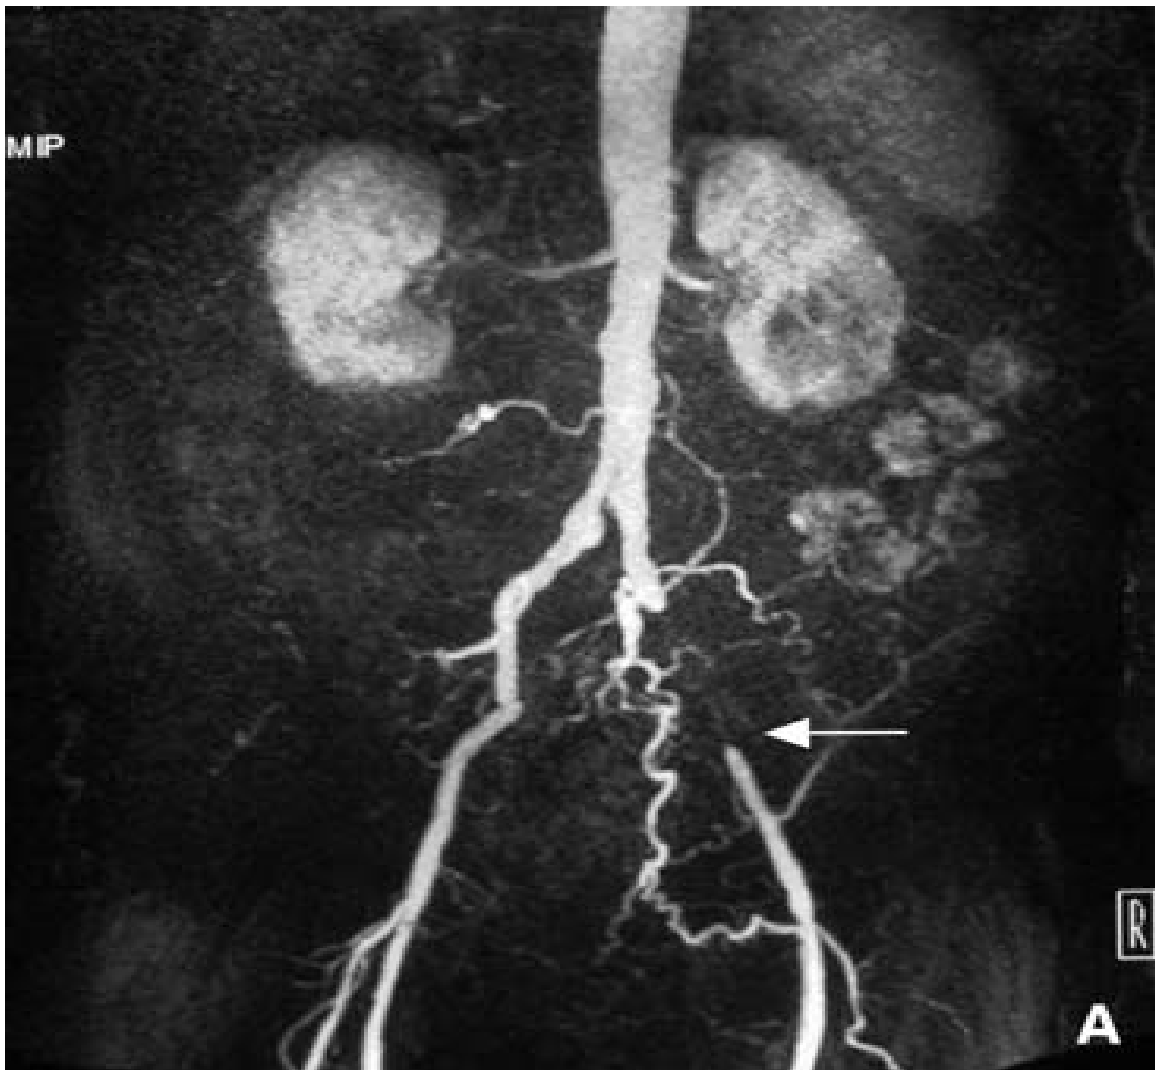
Angio-IRM qui objective une occlusion totale de l'artère iliaque primitive gauche avec sténoses étagées de l'artère iliaque primitive droite.(Pr.M.Alaoui)
